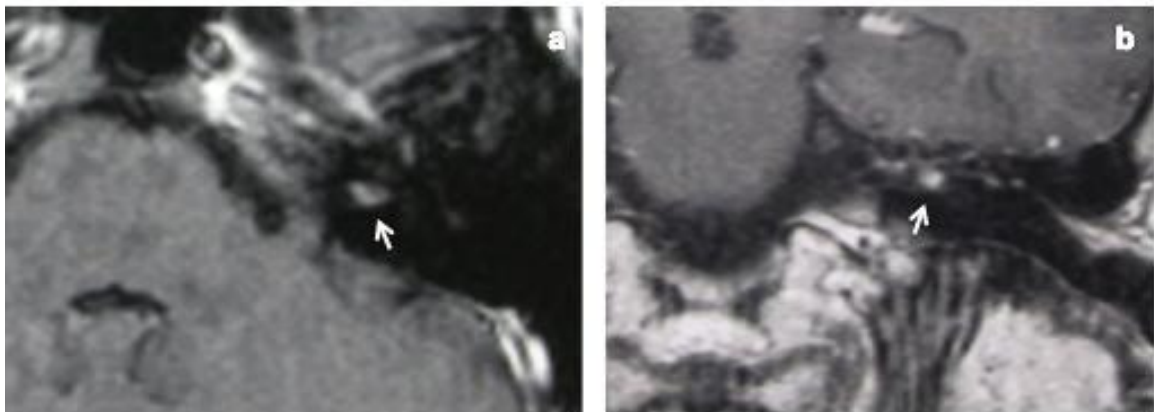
RM con contraste de dos pacientes, que presentan captación de contraste nodular en CAI izquierdo (flechas), en plano axial (a) y en plano coronal (b).
